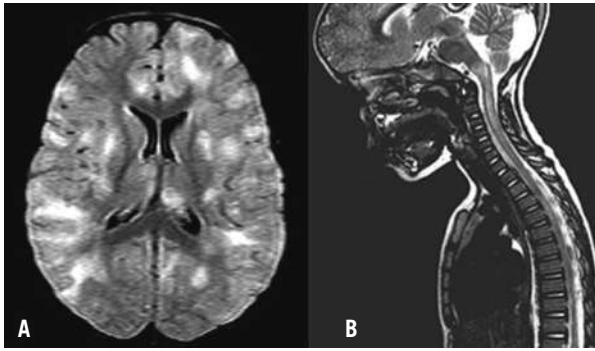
A) Secuencia FLAIR de la RM del cerebro de un niño con EMAD. Áreas multifocales hiperintensas diseminadas en ambos hemisferios cerebrales. Afectación de corteza y núcleos de la base. B) Corte sagital en T2 de RM espinal del mismo niño. Hiperintensidad de la señal en médula espinal consistente en mielitis transversa extensa.
